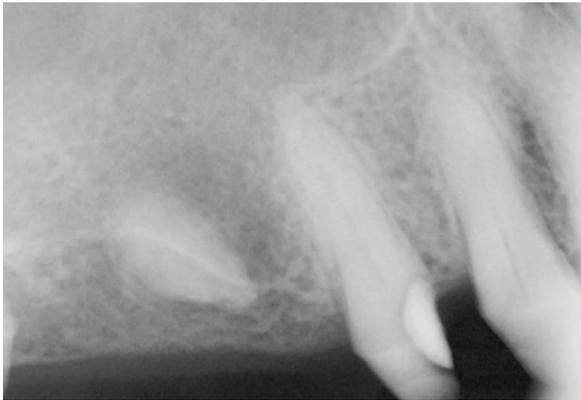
초진 시 치근단 방사선 사진.
